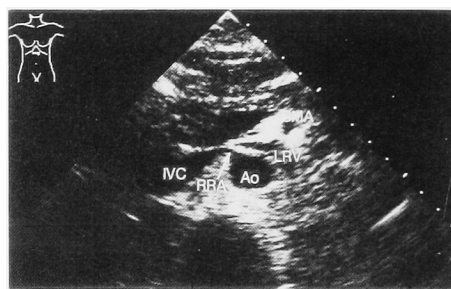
Ultrasonogram of compression of the left renal vein by the right renal artery. RRA; right renal artery.
